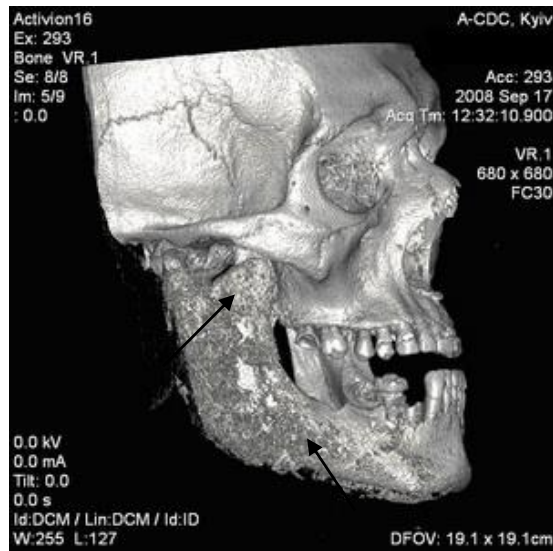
КТ-3D хворого Ш., 27 років, на дифузний остеомієліт нижньої щелепи.
